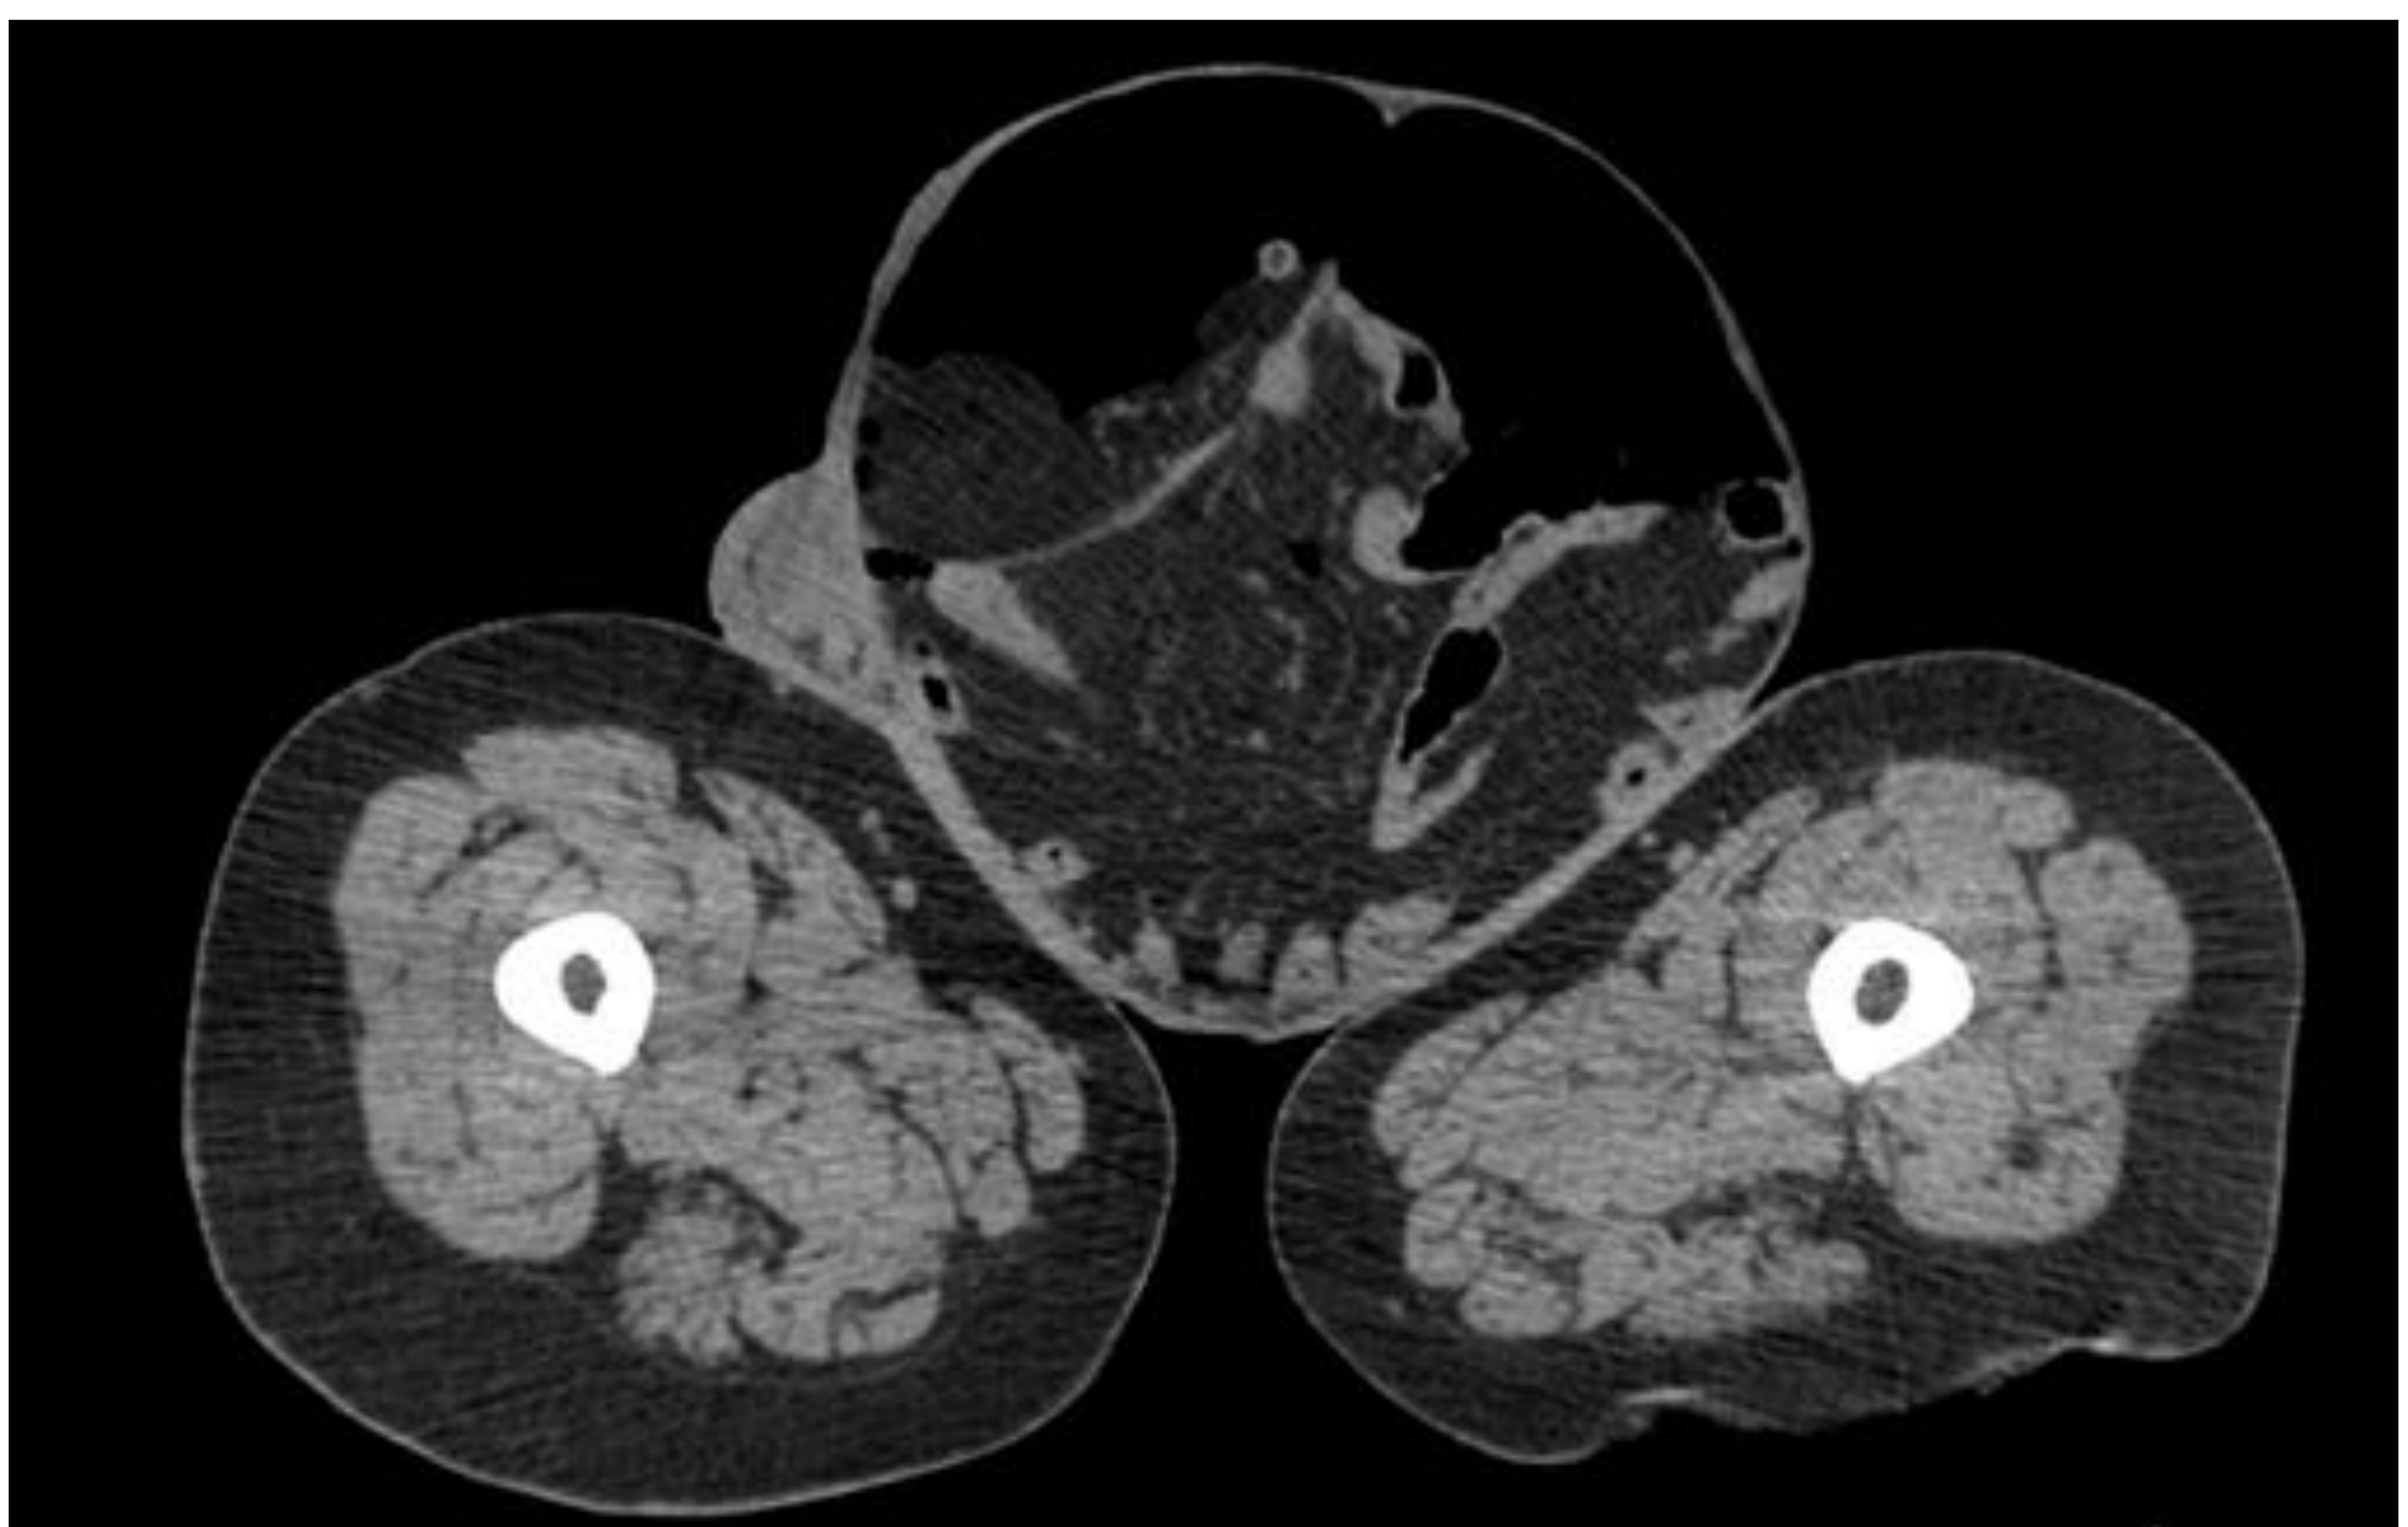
A y B : Control TC posterior a la insuflación de aire a través del catéter, objetivando la presencia de aire intra-peritoneal en la cavidad abdominal (superior) y en el interior del saco herniario (inferior).
